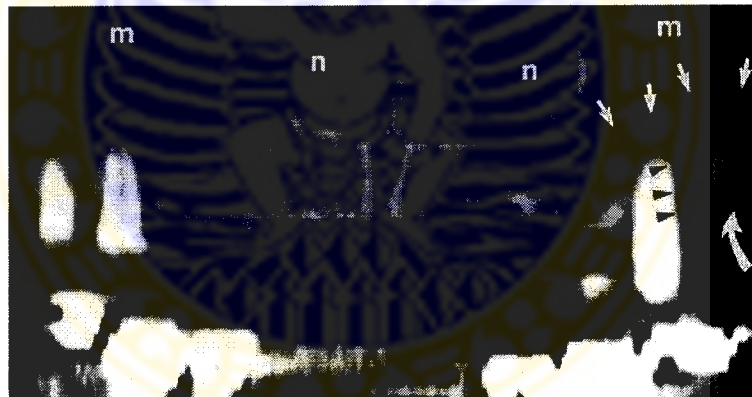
CT pada kelainan sinus maksilaris yang disebabkan oleh infeksi gigi yang berasal dari penyakit endodontal maupun periodontal, akan
